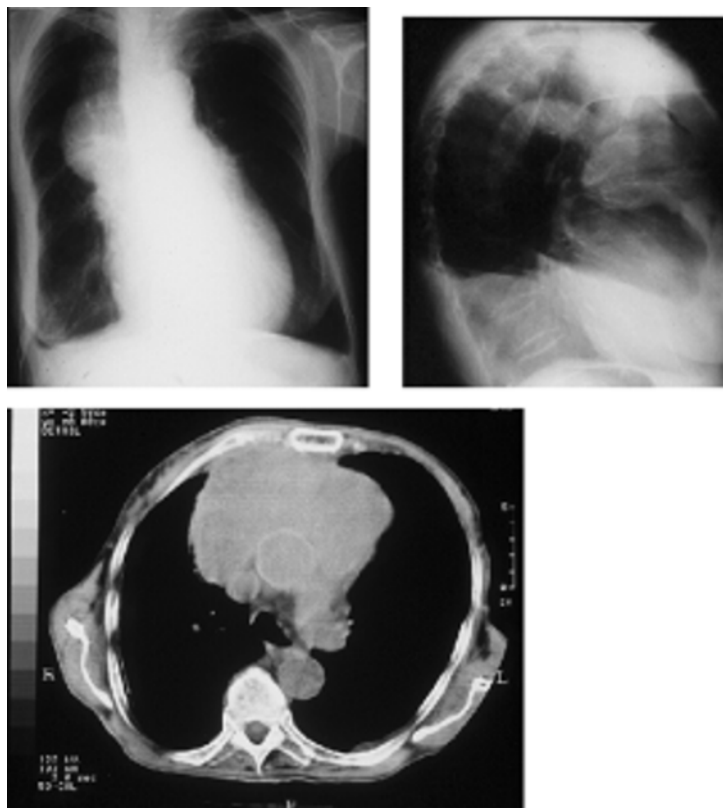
Carcinóide do timo. Radiografia simples do tórax PA e perfil e TC (tumor invasivo).
